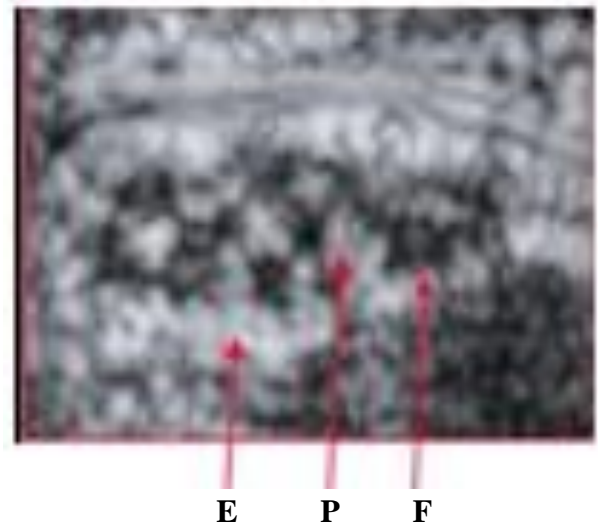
coupe axiale du nerf à l'échographie
